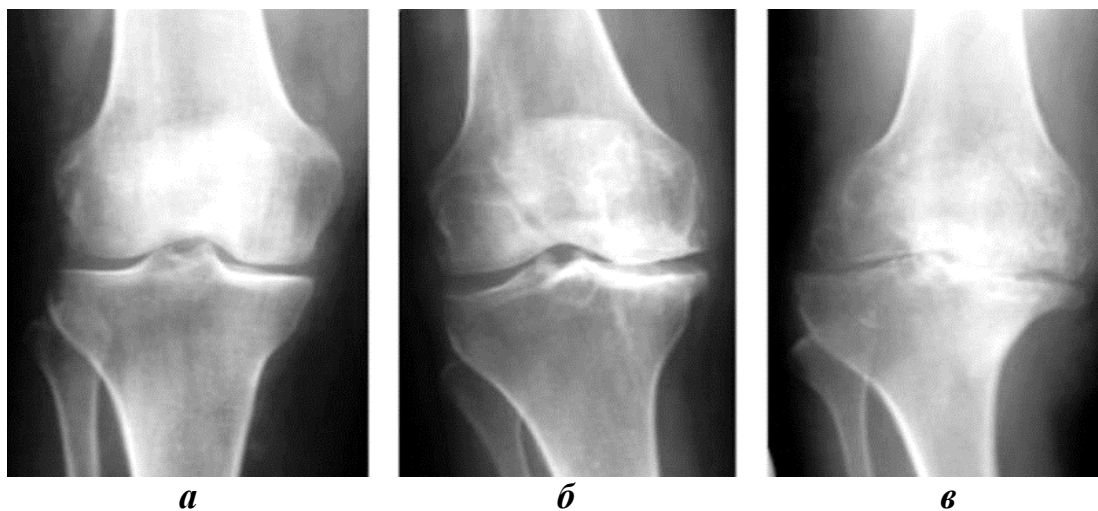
Рентгенограммы коленного сустава при гонартрозе:
